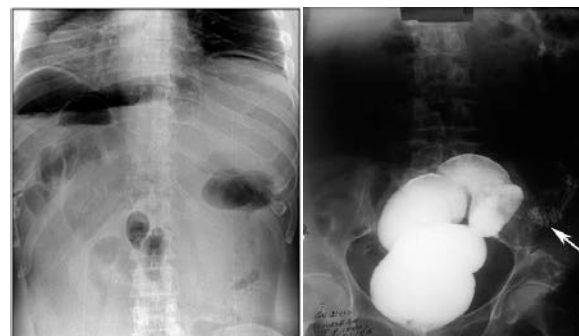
Слева – обзорная рентгенограмма, свободный газ под диафрагмой (перфорация дивертикула толстой кишки). Справа – пассаж бария, стенозированный дистальный отдел сигмовидной кишки при дивертикулите (указано стрелками)
